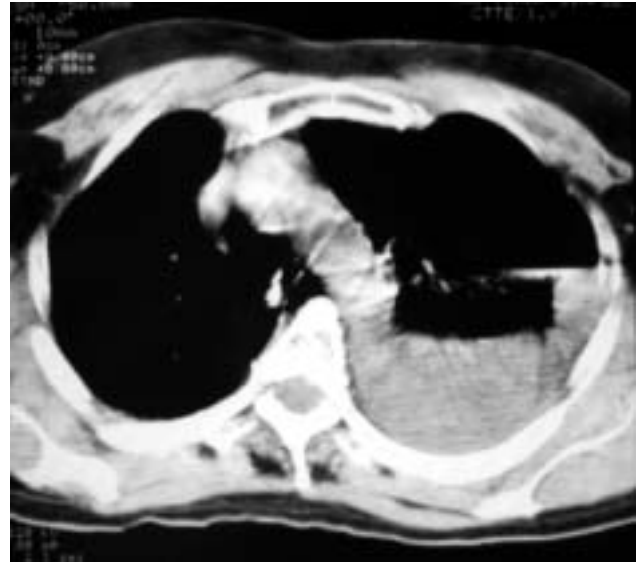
TAC muestra derrame importante en cavidad pleural izquierda.
